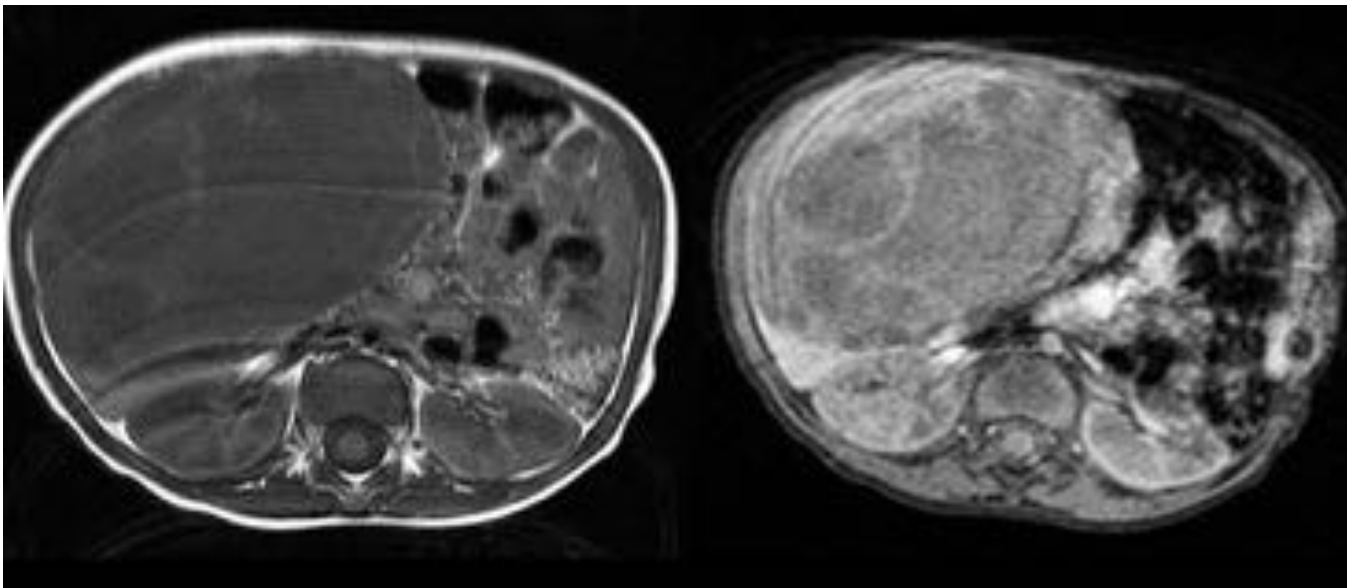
Hamartoma hepatico. Estudio de RM en secuencia T1 y T1 postcontraste. Lesión quística compleja, heterogénea predominantemente hipointensa, con múltiples septos y zonas sólidas, que realzan tras la administración de gadolinio.
